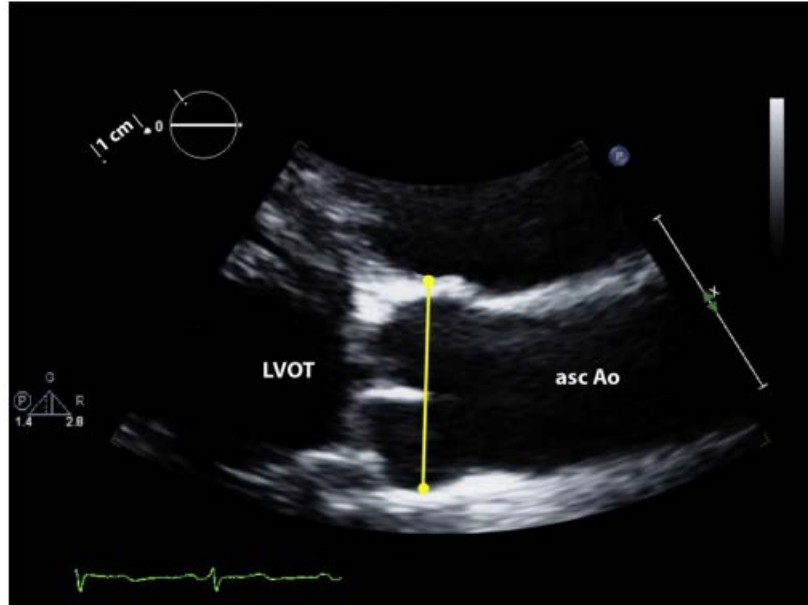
常规经胸超声心动图的胸骨旁长轴切面 (放大的主动脉根部及升主动脉) 用前缘至前缘测量方法在舒张末期于乏氏窦水平测量主动脉根部内径。Aso Ao 升主动脉; LVOT 左室流出道。
